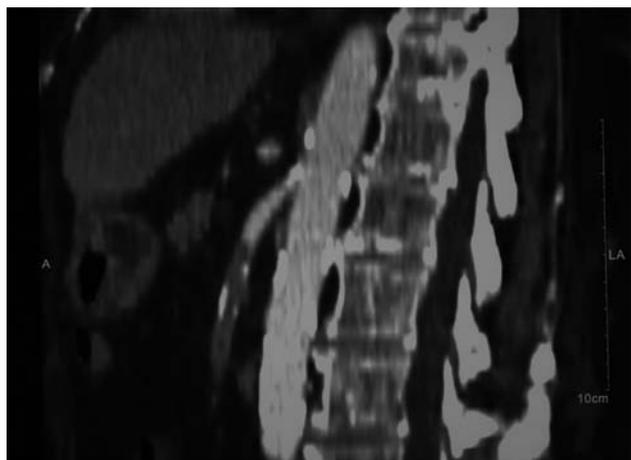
TC con contraste intravenoso: embolia de arteria mesentérica superior.
